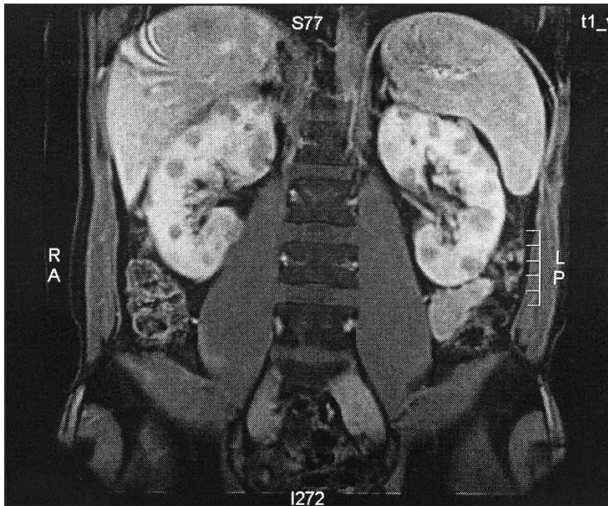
IRM initiale (coupe coronale en pondération T1 après injection de gadolinium) : multiples lésions nodulaires hypointenses, tissulaires, au niveau des deux parenchymes rénaux.
